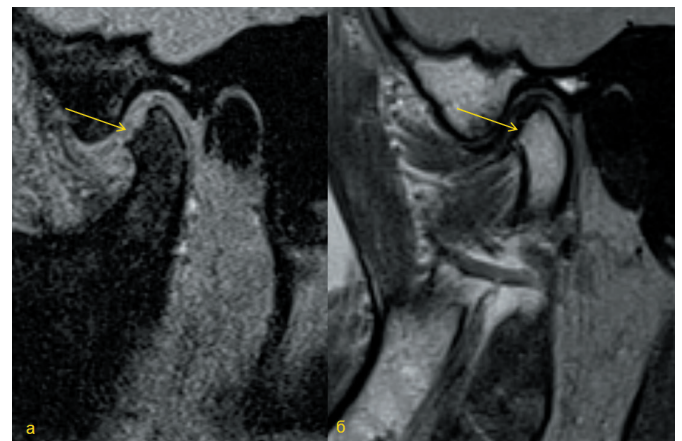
МРТ ВНЧС. 3D VIBE (а) и PD (б) в сагиттальной плоскости. Костные эрозии по передней суставной поверхности головки мыщелкового отростка нижней челюсти с деструкцией суставной поверхности (стрелка)
